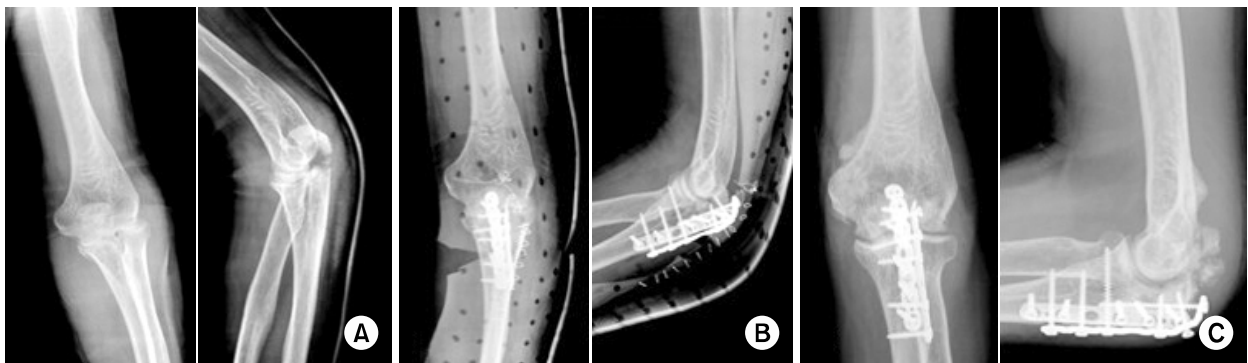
(A) On preoperative radiological evaluation, we diagnosed Mayo type IIB, comminuted olecranon fracture. (B) Postoperative simple radiographs showing internal fixation using double plates. (C) On 14 months after surgery, follow-up radiographs show heterotrophic ossification around olecranon, but fracture was fixed rigidly.
